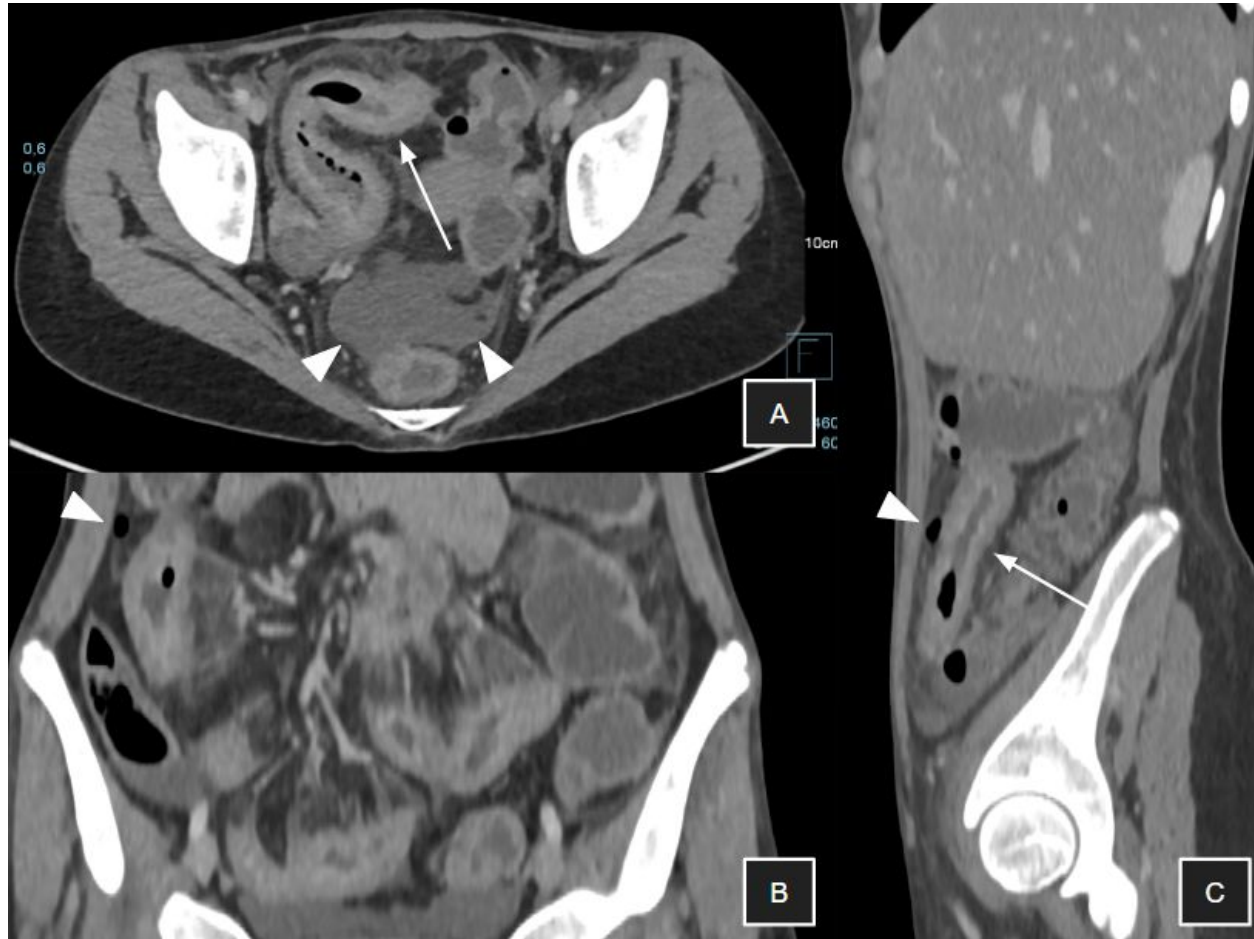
Perforación ileal en el contexto de ileítis, con sospecha clínica de enfermedad de Crohn previamente no diagnosticada. La TC muestra marcado engrosamiento mural de asas ileales terminales (flechas en A y C), asociado a neumoperitoneo (cabezas de flecha en B y C) y líquido libre (cabezas de flecha en A). A: TC axial. B: TC coronal. C: TC sagital.
